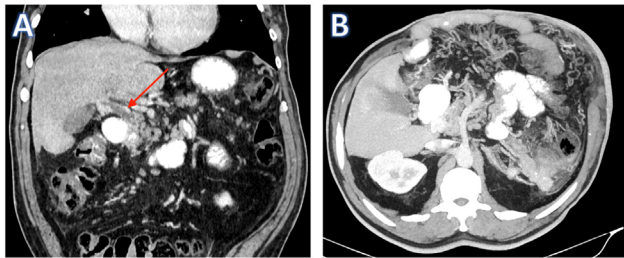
TAC toraco-abdominal(A: coronal; B: axial): trombosis portal parcial (flecha roja) con múltiples colaterales abdominales.
